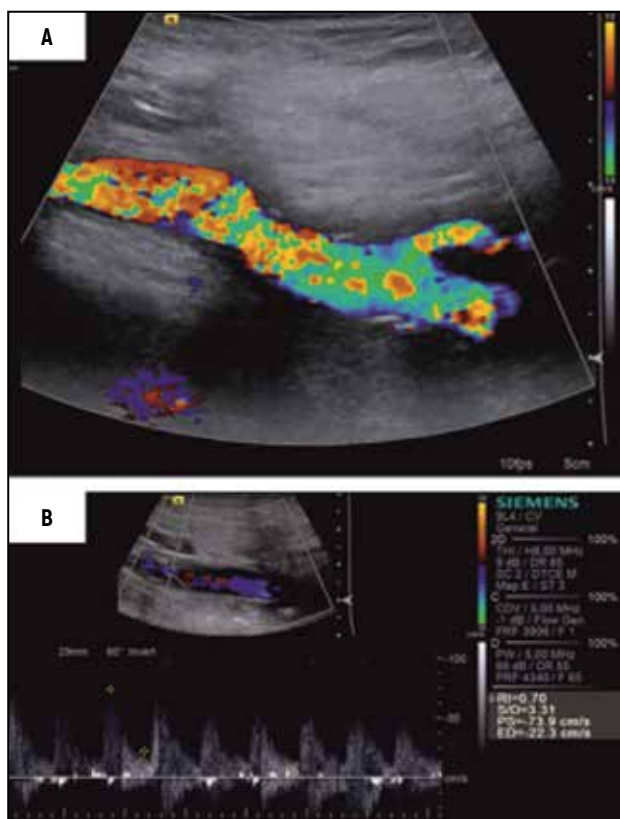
Control ultrasound at 1 month after surgery. The reconstruction zone is free from restenosis signs (A) with normal velocity characteristics according to Doppler ultrasonography (B)
